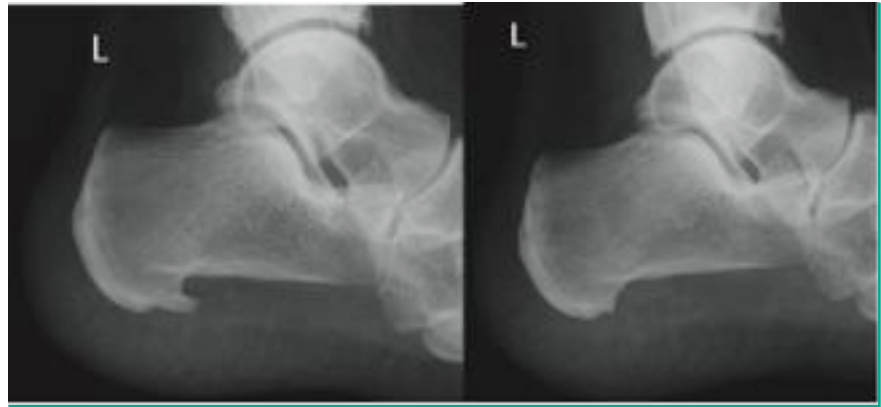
Seitliches Röntgenbild prä- (links) und postoperativ (rechts).
